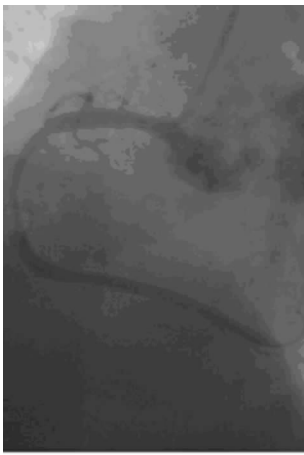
DSA 右冠状动脉(中段狭窄约 70%与 CTA 结果相符)
